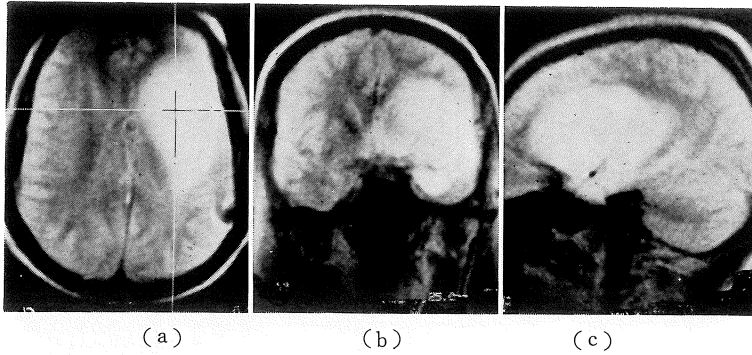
症例 1, low grade astrocytoma の long SE による MRI 像。
